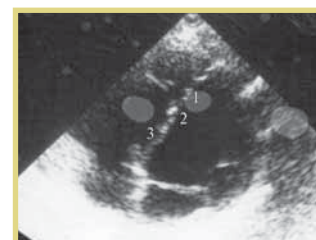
Эхокардиография (ЭхоКГ), демонстрирующая мелкие очаги рабдомиомы (1, 2, 3) в межжелудочковой перегородке у матери ребенка с РС
